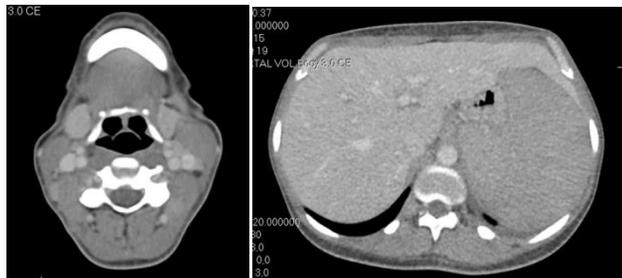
Cortes de tomografia computadorizada evidenciando linfonodomegalia cervical(1) e hepatoesplenomegalia(2). Fase portal. Arquivo HRTN.
